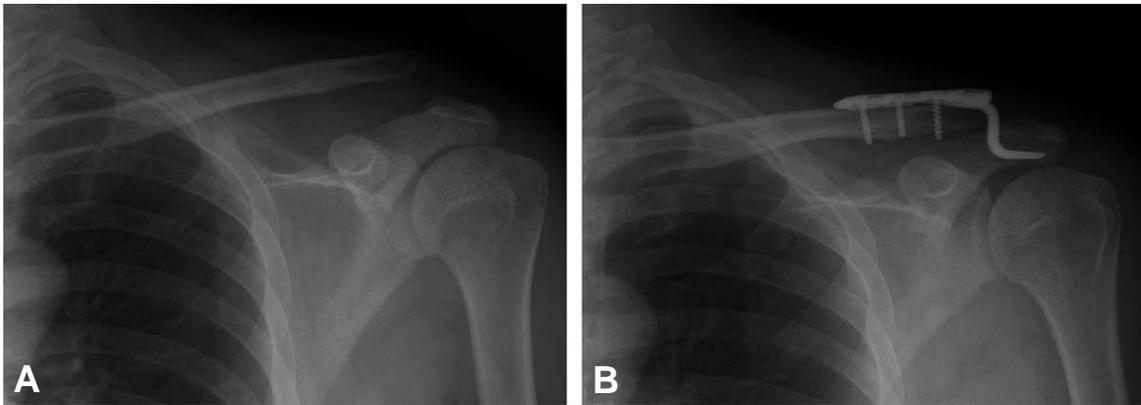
(A) A 39-year-old male patient had a type V acromioclavicular dislocation. (B) Immediate postoperative radiograph shows reduction of the acromioclavicular joint and a diminished coracoclavicular interval using AO hook plate.
